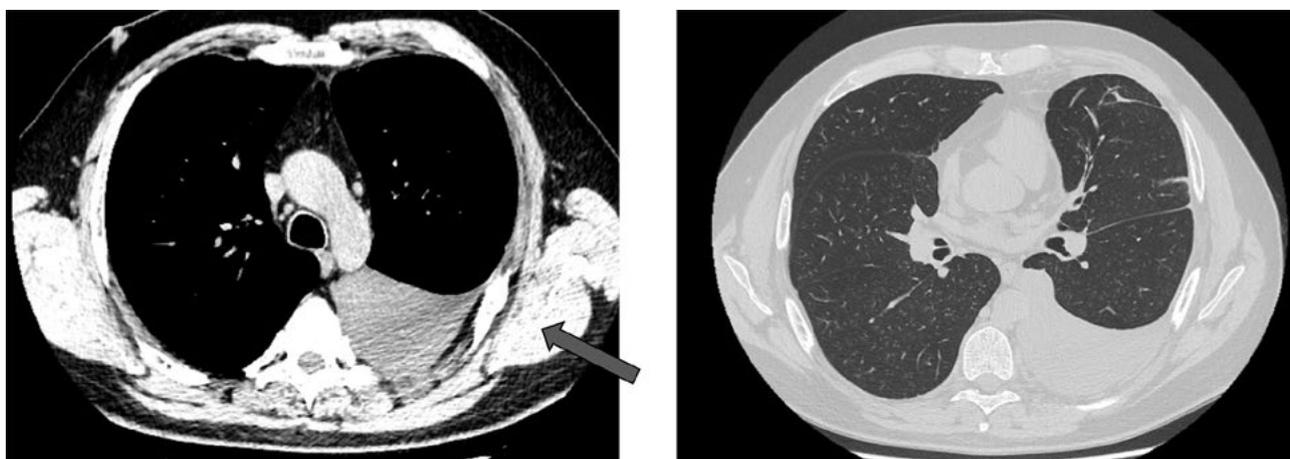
TC del torace. A sinistra finestra per mediastino: presenza di versamento pleurico sinistro ed esiti di fratture costali (freccia grigia); a destra finestra per parenchima: strie disventilatore in sede anteriore.
